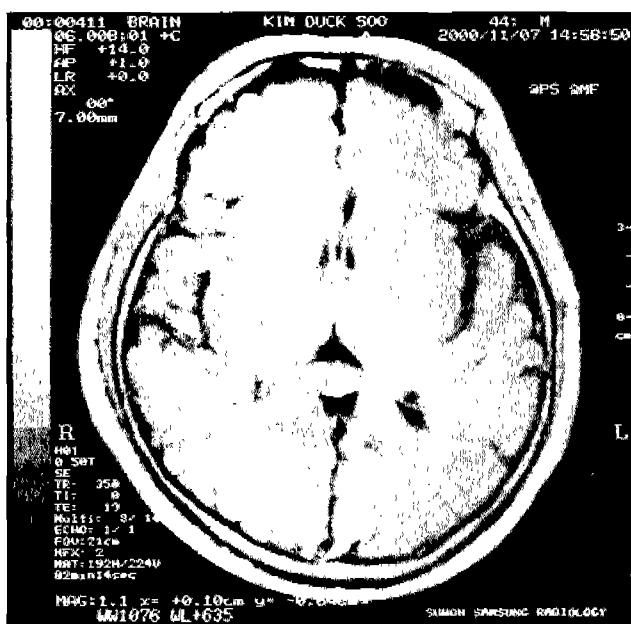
Preoperative Brain MRI. Acute infarction was detected in the medial portion of left thalamus(T1 weighted image).
